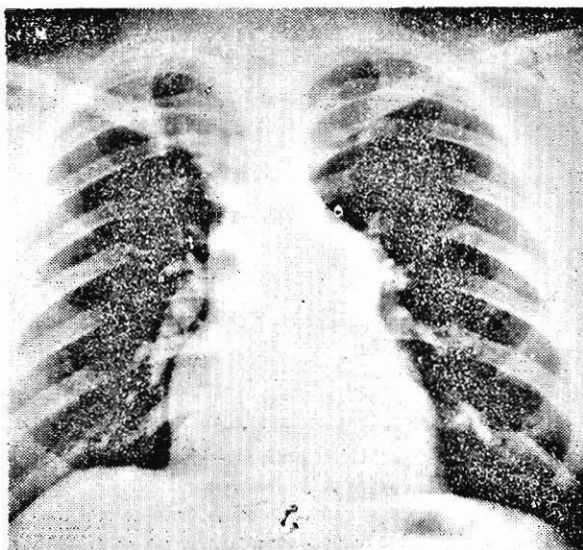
Teleradiografía. Típica de una Estenosis Pulmonar Marcada (Valvular). Destaca la prominencia del arco medio.
